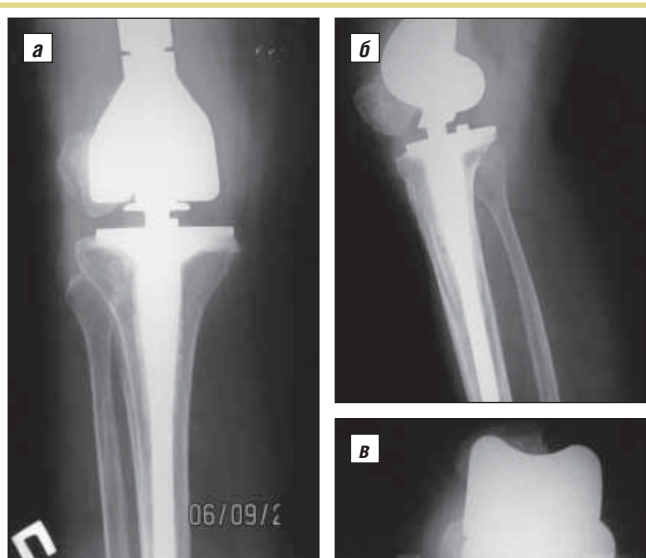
Рентгенограммы больной К. через 1 год после эндопротезирования; вывих надколенника кнаружи; положение компонентов эндопротеза стабильное и правильное; а, б – проекции КС; в – тангенциальная проекция КС, виден сместившийся надколенник
